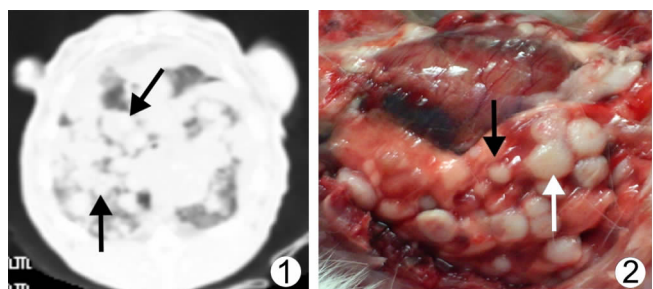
胸部 CT 肺窗位显示两肺分布高密度结节(黑箭头),大小不等,呈类圆形,可见小毛刺 图 2 两肺转移瘤大体标本:两肺表面散在分布白色小圆形(黑、白箭头)结节,大小不等,表面较光滑
